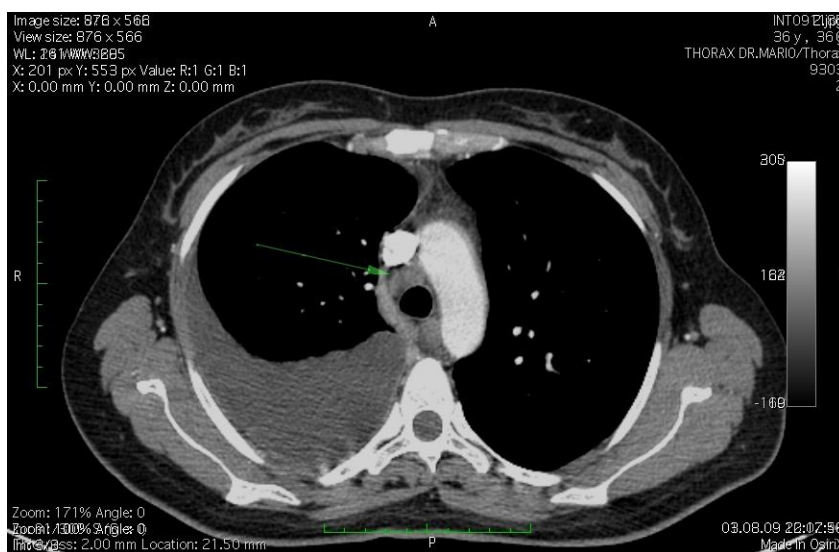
КТ легких при правостороннем экссудативном плеврите.
